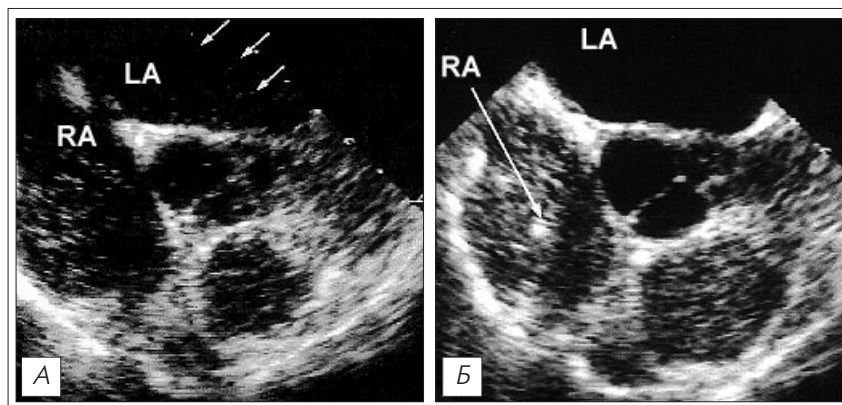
Эхокардиография при ГПС: отмечается появление микропузырьков в левом предсердии после внутривенного введения контраста (А). У здорового человека этого не происходит (Б)
